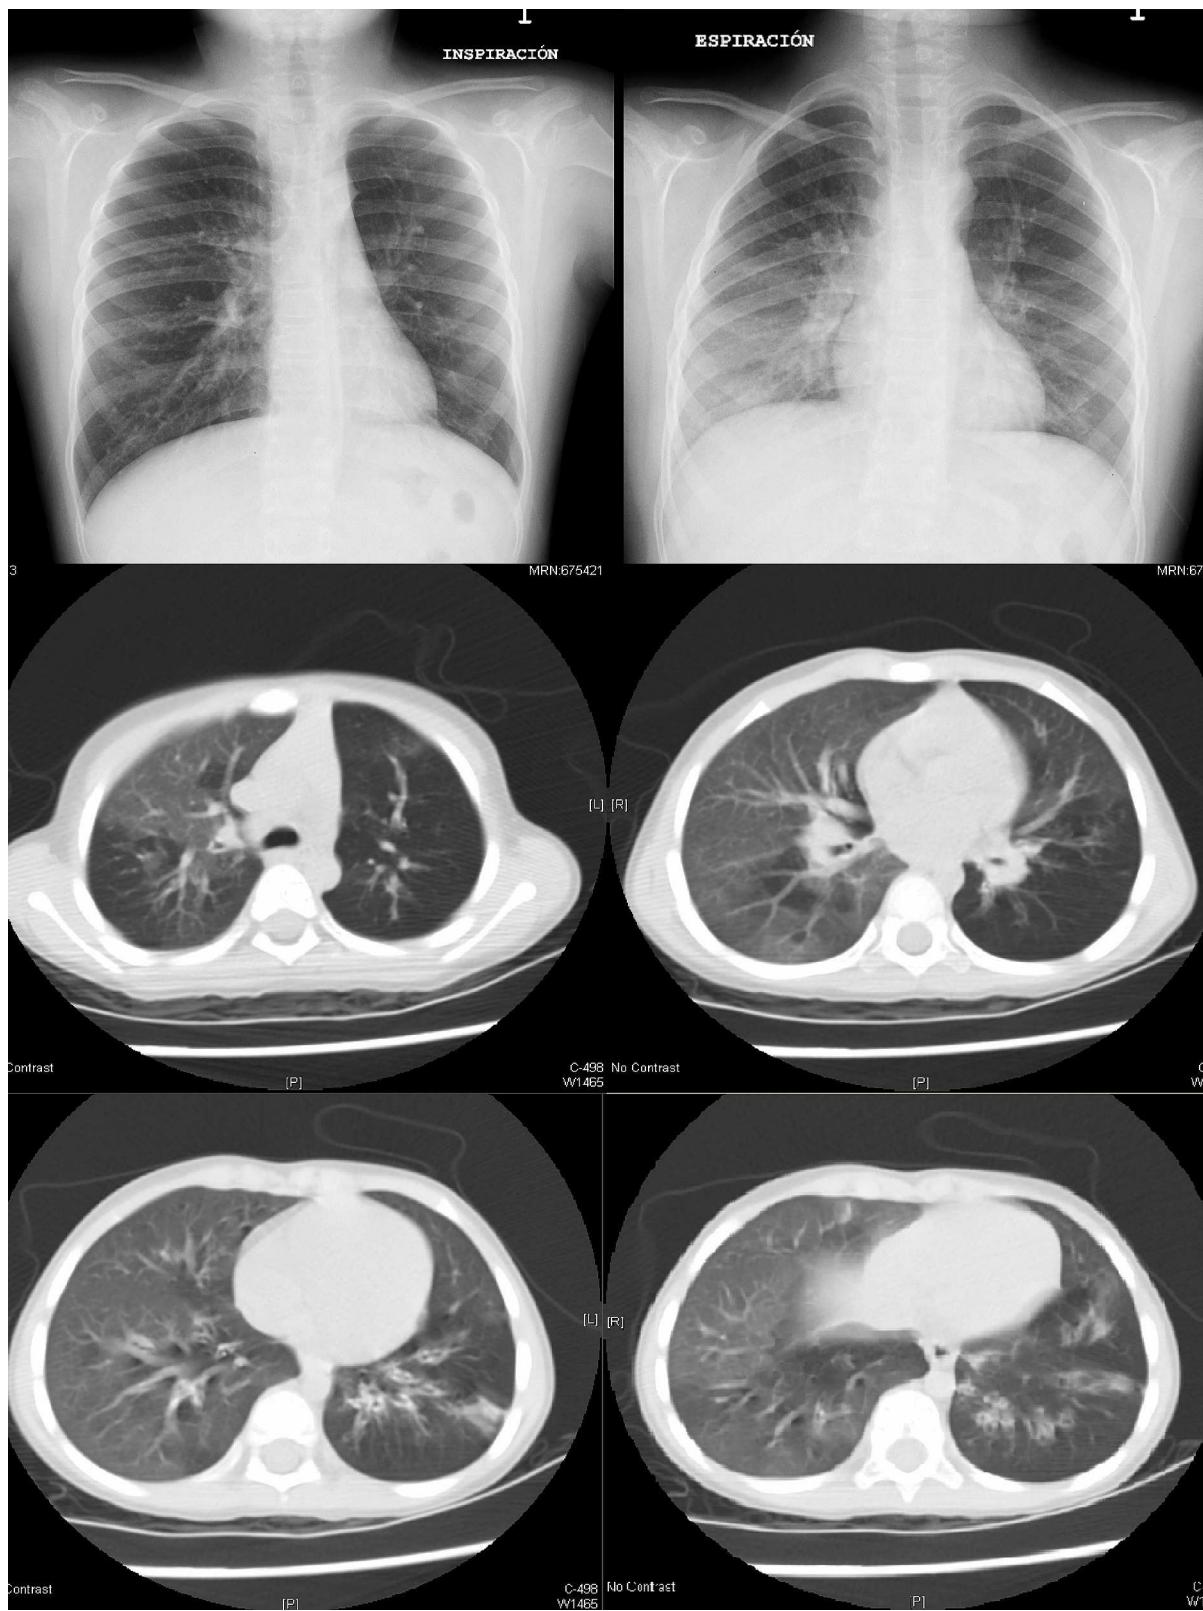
Arriba: radiografías de tórax en inspiración y espiración, mostrando un pulmón izquierdo menor, que atrapa aire en espiración. Medio y abajo: TAC torácica. Se observan áreas parcheadas de hiperaireación, menos evidentes en el hemitórax derecho. Pulmón izquierdo con hiperaireación prácticamente en su totalidad, con excepción de la lingula, bronquiectasias cilíndricas en toda la pirámide basal y disminución de volumen del LI y, por lo tanto, del hemitórax.
